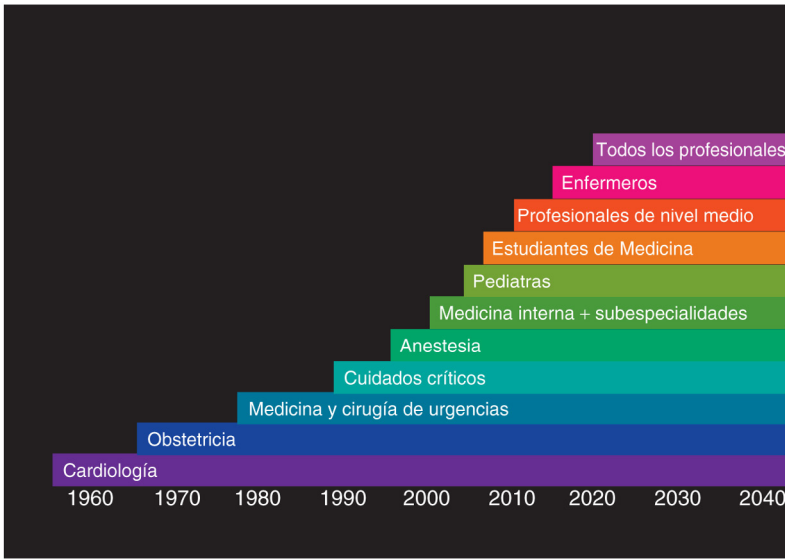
Integración de la ecografía a pie de cama en las especialidades médicas.
